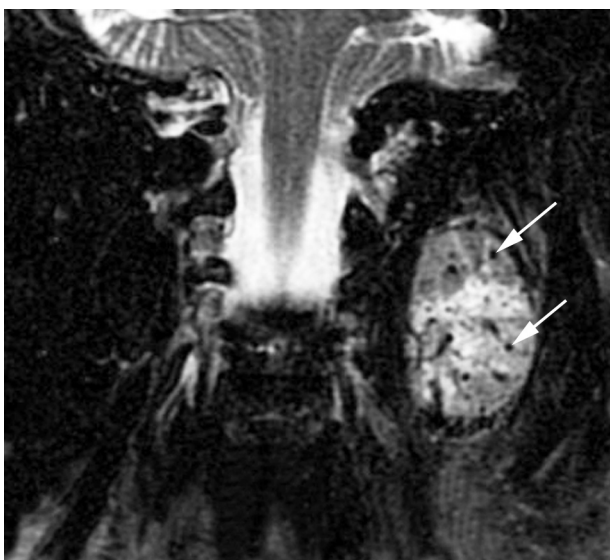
Aspect poivre et sel des PGL, coupe IRM coronale T2 FatSat sur la bifurcation carotidienne. Les vaisseaux circulants apparaissent en hypersignal (flèches) sur le fond globalement en hypersignal du reste de la lésion.
